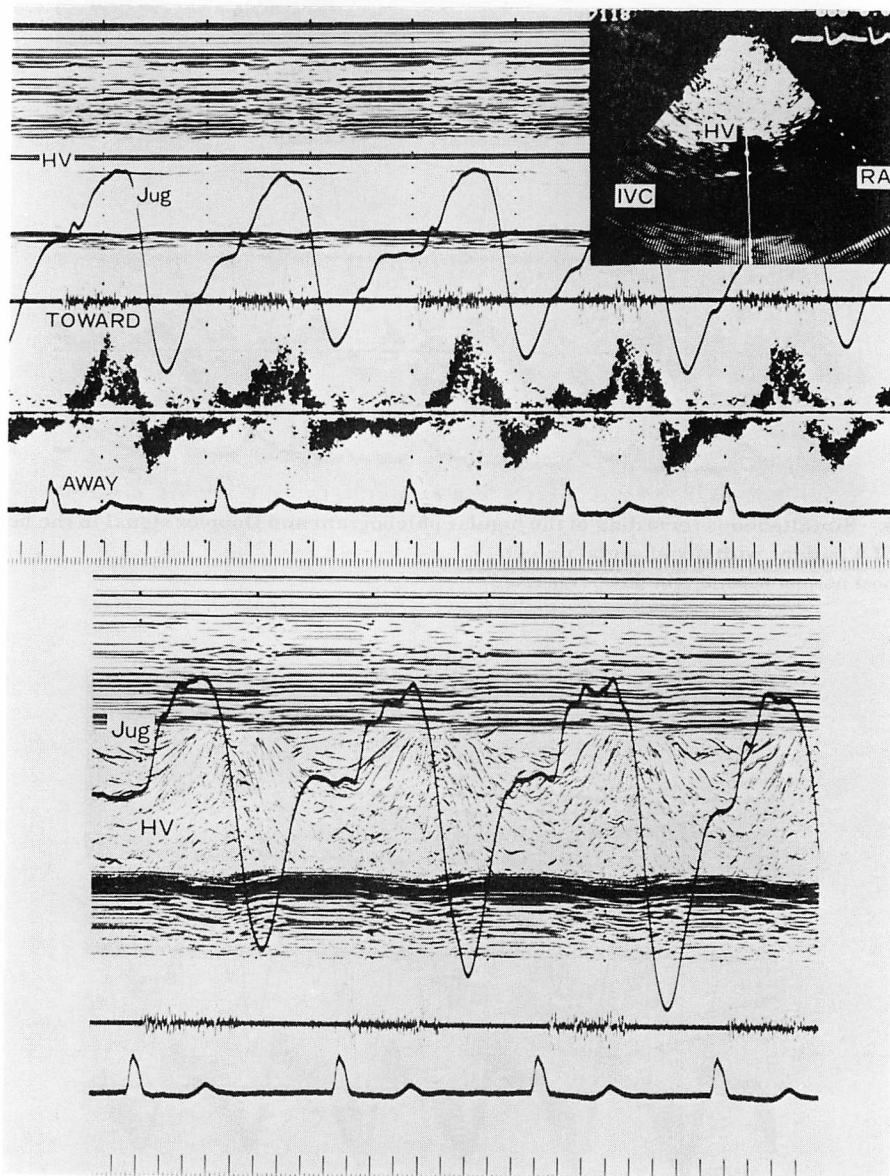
Doppler signal in the hepatic vein (upper panel) and peripheral contrast echocardiogram at the level of the hepatic vein (lower panel) of a patient with severe tricuspid regurgitation (atrial fibrillation).
